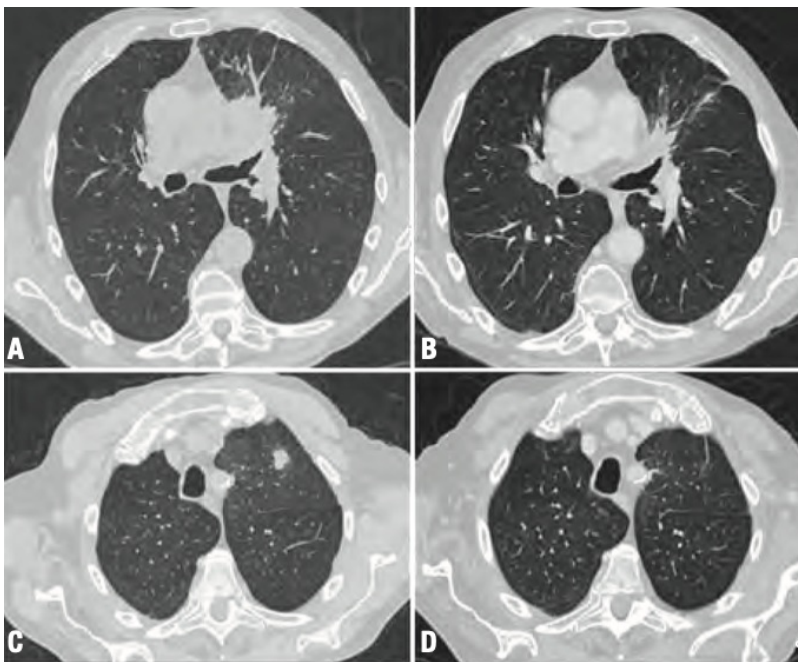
Tomografía computarizada de paciente con reordenamiento ALK mostrando respuesta parcial
